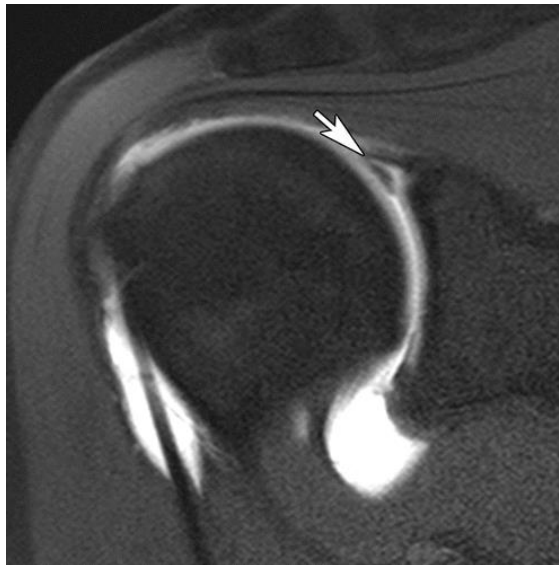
Anatomía por resonancia magnética del receso sublabral (5).
